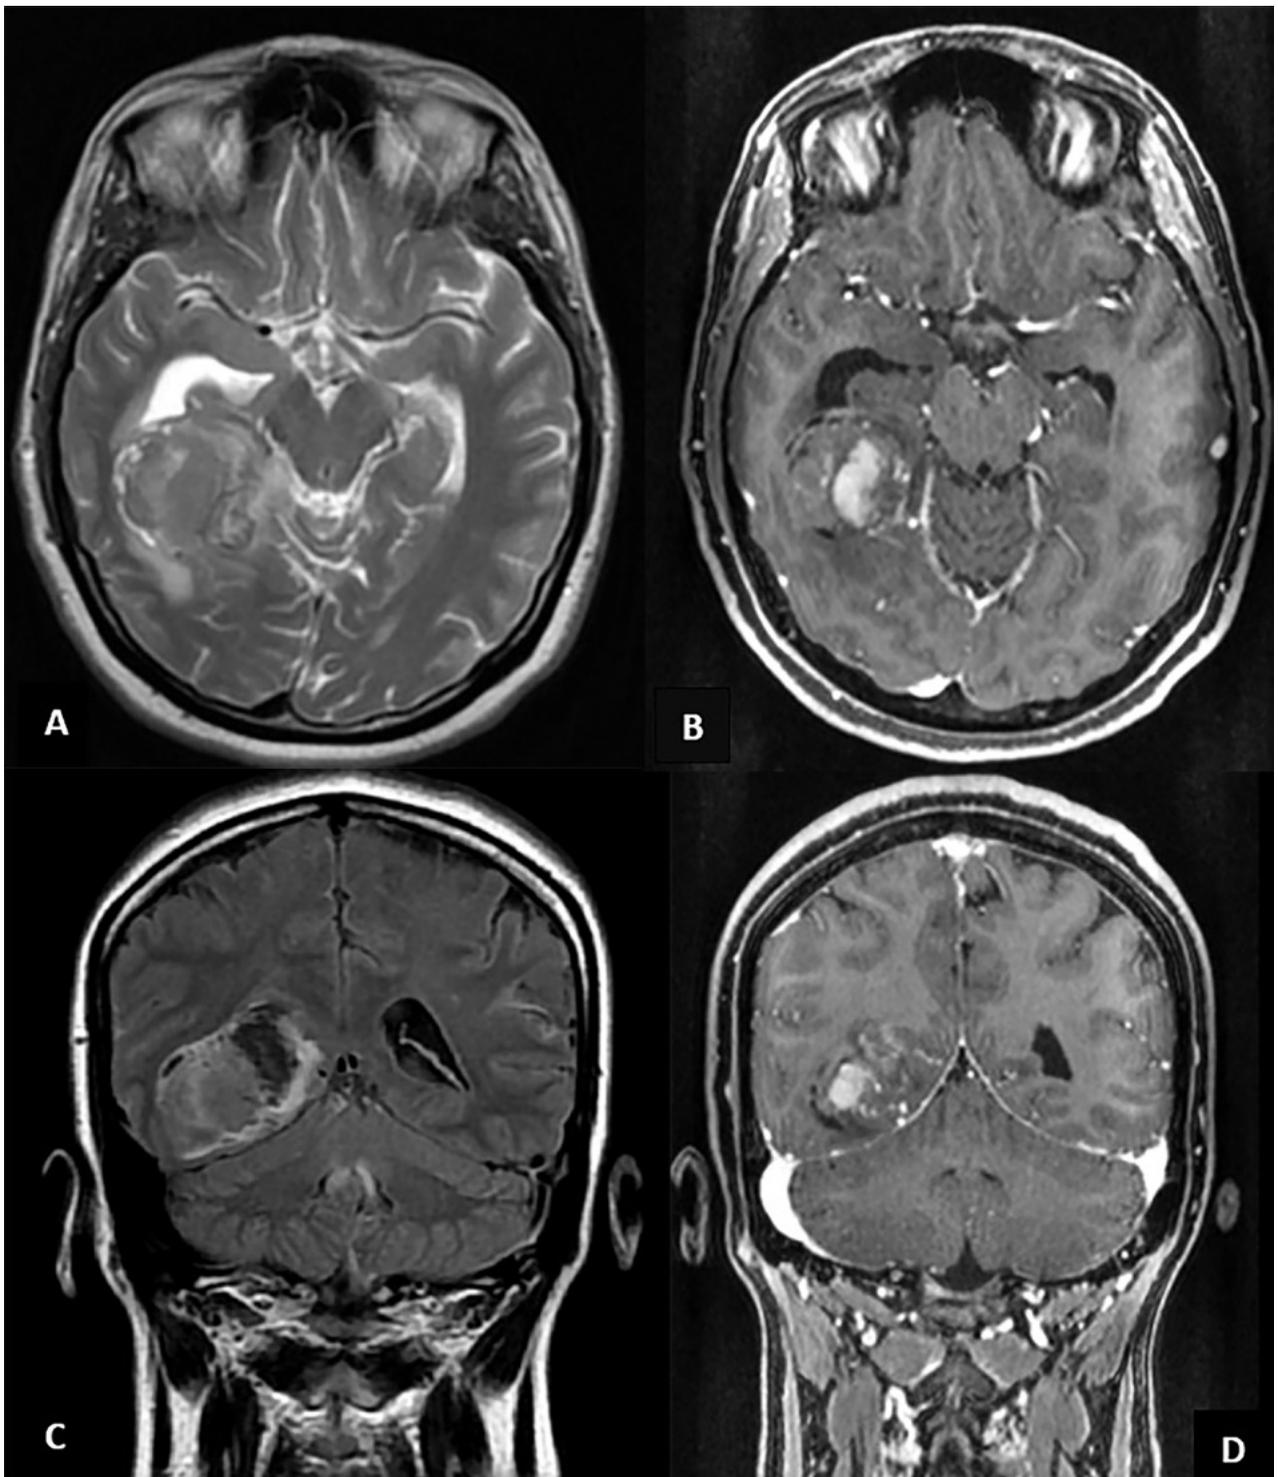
A) Corte axial en T2, se observa una masa temporal paraventricular derecha, irregular, con efecto de masa moderado. B) Corte axial en T1 con contraste. Obsérvese la captación heterogénea del gadolinio. C) Corte coronal en FLAIR. D) Corte coronal en T1 con gadolinio.
